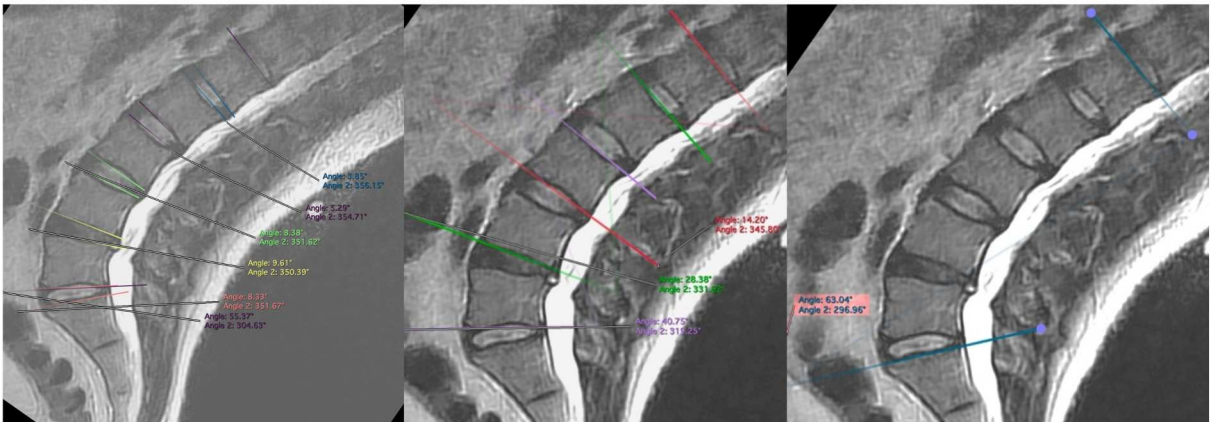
Mesures angulaires sagittales sur l'IRM en position assise et extension (aMRI)
